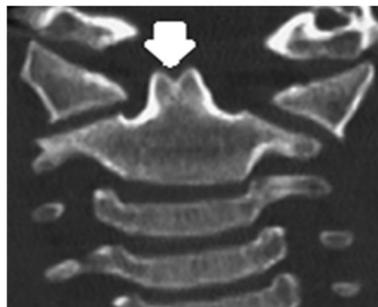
CT scanner en coupe coronale d'un cas bicornis dens (flèche blanche) (480)
